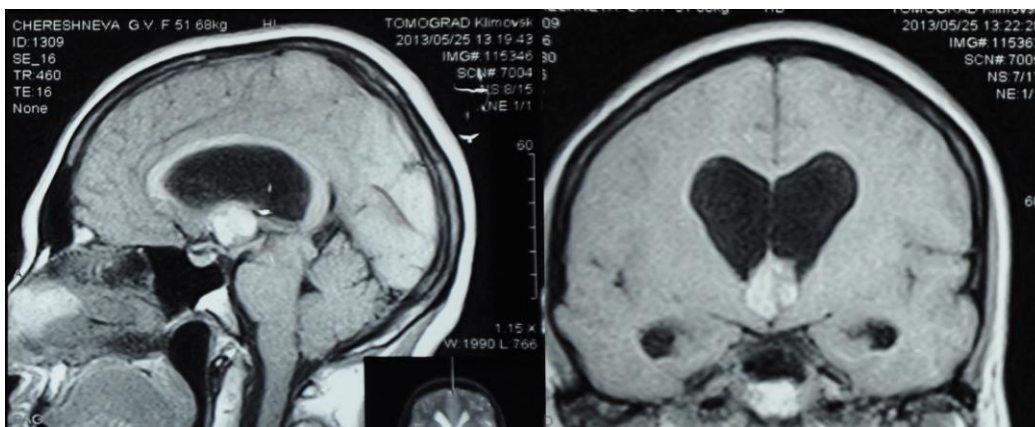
Магнитно-резонансная томография - объемное новообразование III желудочка, окклюзионная гидроцефалия на уровне отверстия Монро.
